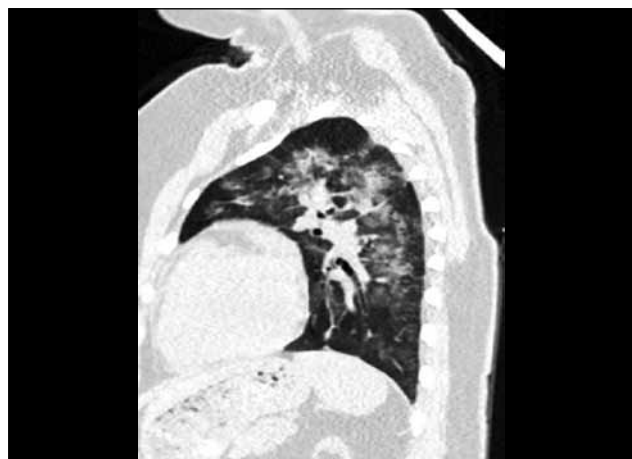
МСКТ. Степень тяжести КТ-2
